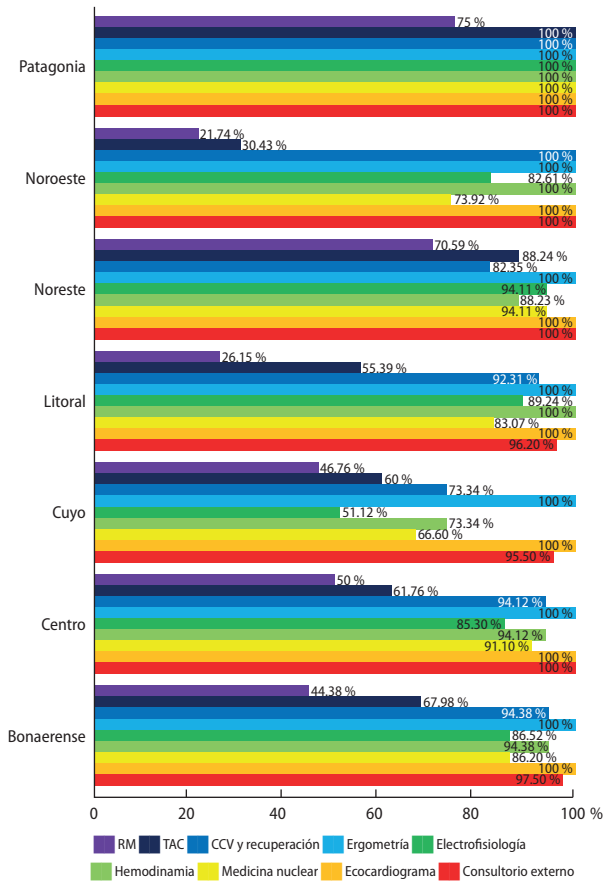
Rotaciones dentro del plan curricular de la residencia. RM: resonancia magnética cardíaca. TAC: tomografía cardíaca. CCV: cirugía cardiovascular.
